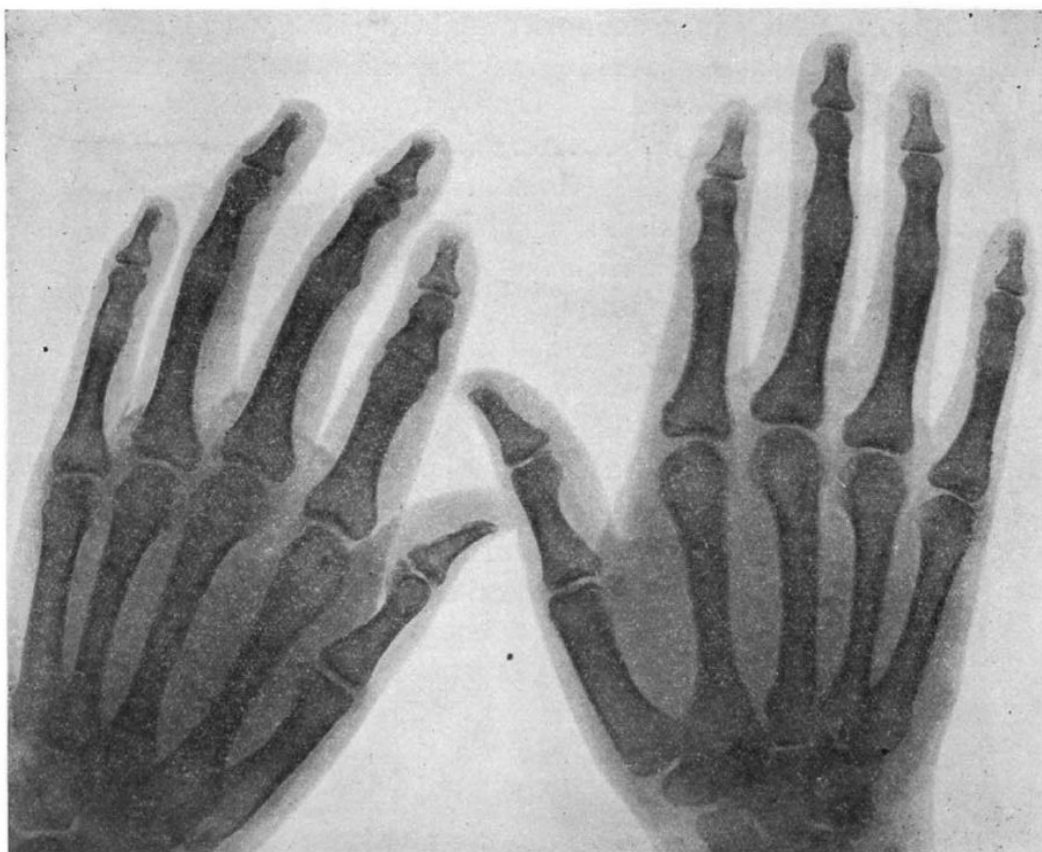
Roentgenogram (reversed) of the patient's hands (Gen. VI, Fam. 34, No. 5), showing the ankylosis of all proximal interphalangeal joints with exception of right index.
